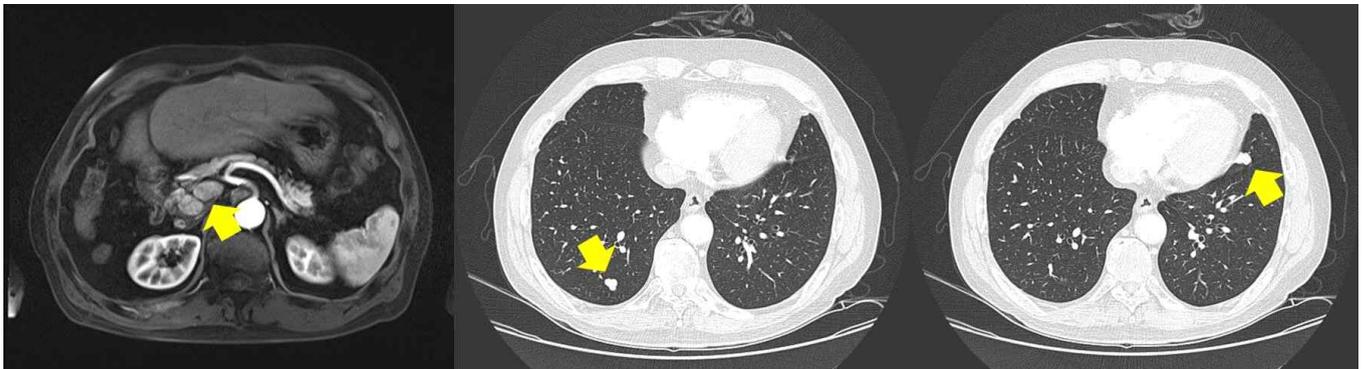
치료 전 복부 자기공명영상 및 흉부 전산화 단층 촬영 영상. 복부의 임파선에 전이 병변이 보이고 있으며, 흉부에도 전이 병변이 보이고 있다.
